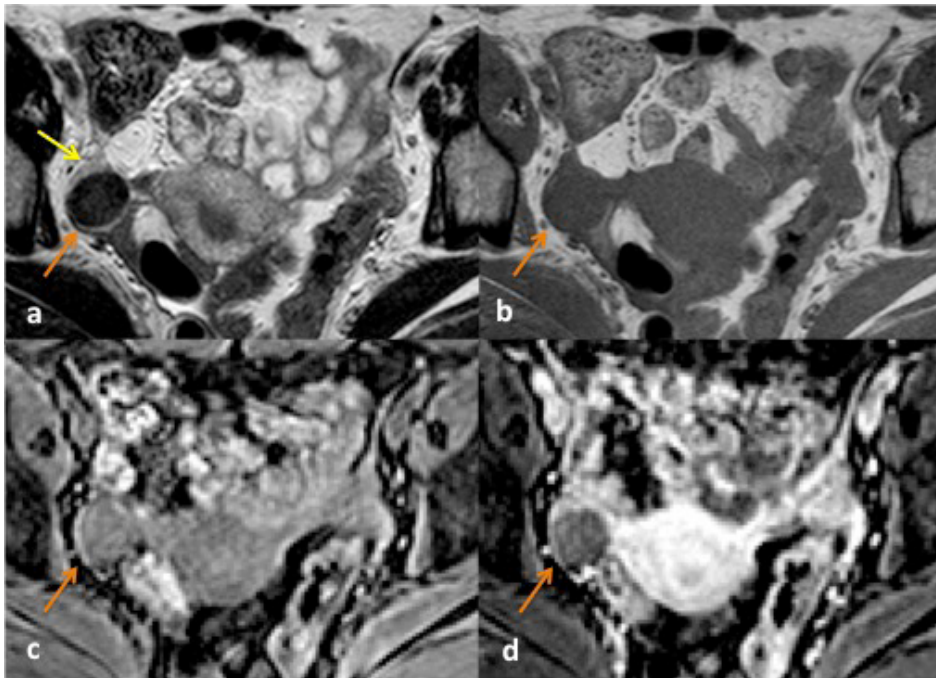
RM pélvica de mulher de 51 anos, com detecção de lesão sólida anexial direita em ecografia ginecológica. No (a) axial T2 e (b) axial T1, observa-se no ovário direito tumor sólido, posterior, exofítico, com hipossinal homogêneo em T2 e T1 (setas). Apresenta escasso realce no estudo dinâmico (c e d) (setas laranja). Estas características são sugestivas de fibroma do ovário direito. (a) No T2 identifica-se ovário normal (seta amarela) adjacente à vertente anterior do tumor, sugerindo origem anexial deste tumor.
